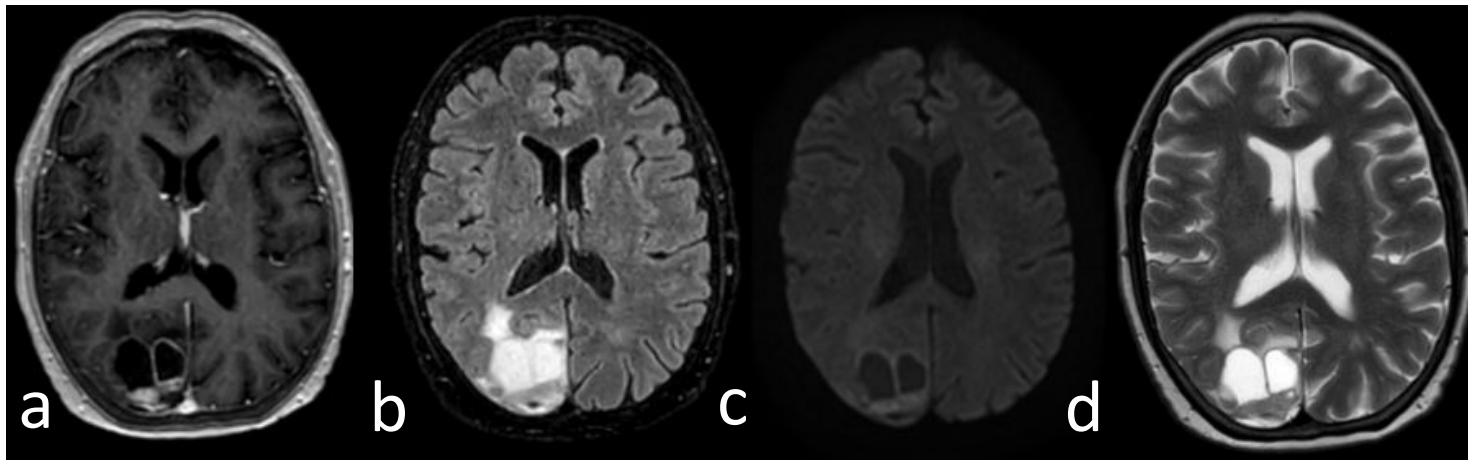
Adquisiciones axiales en secuencias T1+ gad, FLAIR, DWI y T2. Se aprecian metástasis quísticas occipitales derechas de un adenocarcinoma de pulmón. Muestran realce periférico en T1 + gad (a), mínima restricción de la DWI de su pared (d), hiperintensidad intraquística como muestra del contenido proteínico/necrótico y edema perilesional (b)
